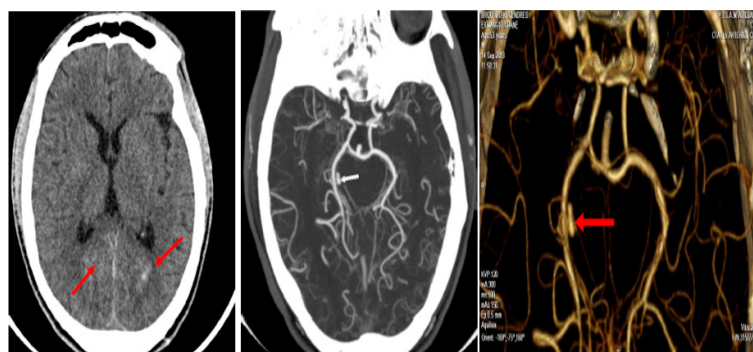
Angio TDM d'un anévrisme rompu de l'artère cérébrale postérieure chez une patiente de 53 ans.
